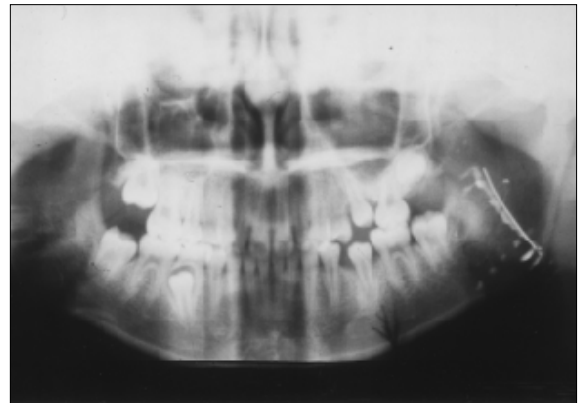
증례1에서 foreign body와 중첩된 방사선 불투과성 Indicator.
